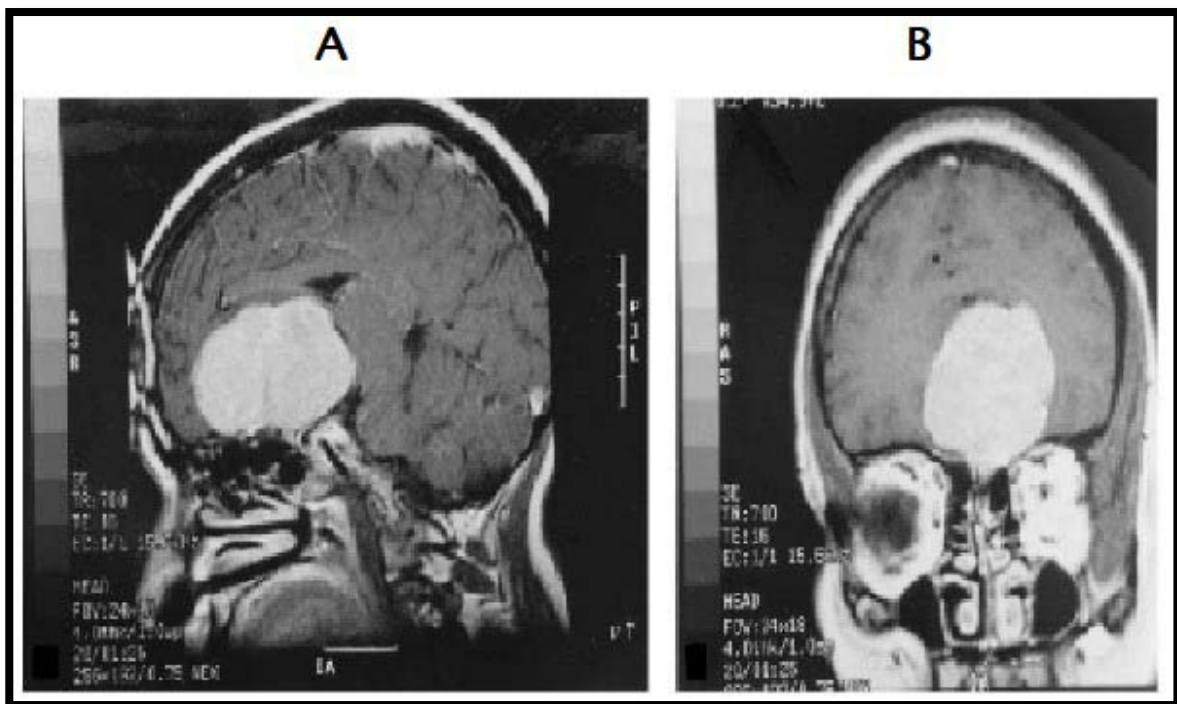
IRM cérébrale pondérée en T1 avec injection du produit de contraste (PDC), en coupe sagittale (A) et coronale (B) montrant un méningiome olfactif.
